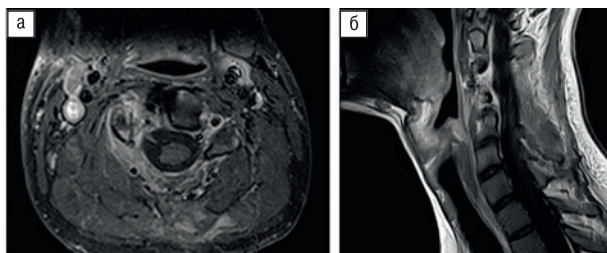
МРТ с контрастным усилением после оперативного вмешательства
